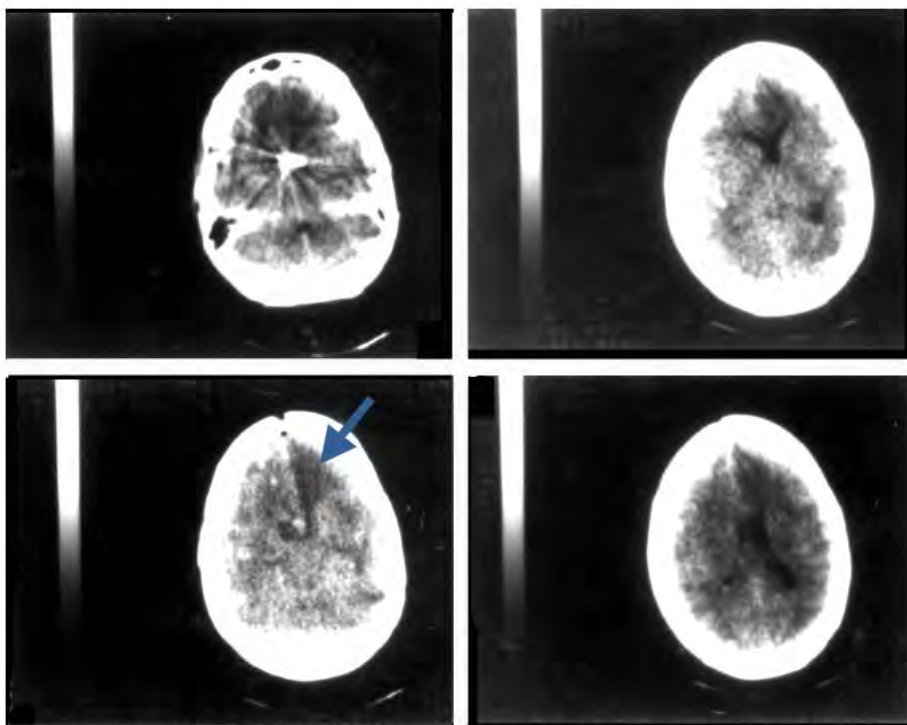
TC (caso nº 1) no 2º dia de pós-operatório (4º dia pós-rotura do aneurisma). Notar hipodensidade frontal esquerda (seta azul), além do edema cerebral e dentro das estruturas da linha média.
